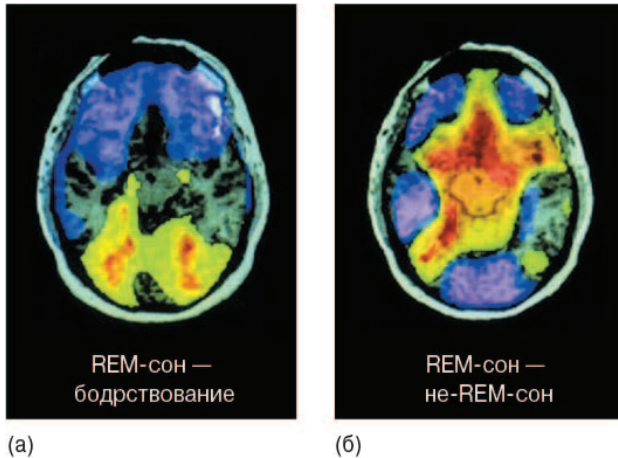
ПЭТ-изображения бодрствующего и спящего человеческого мозга. Эти изображения показывают мозговую активность в горизонтальных сечениях. (а) Цвета представляют собой различия в активности между REM-сном и бодрствованием; зеленым, желтым и красным обозначена более высокая активация во время REM-сна, а фиолетовым — более низкая активация во время REM-сна. Обратите внимание на темную выемку в нижней (задней) части среза, которая указывает на то, что полосатая кора одинаково активна в двух состояниях. (б) Сравнение REM-сна с не-REM-сном. В REM полосатая кора менее активна. (Источник: [Braun et al., 1998, fig. 1])
